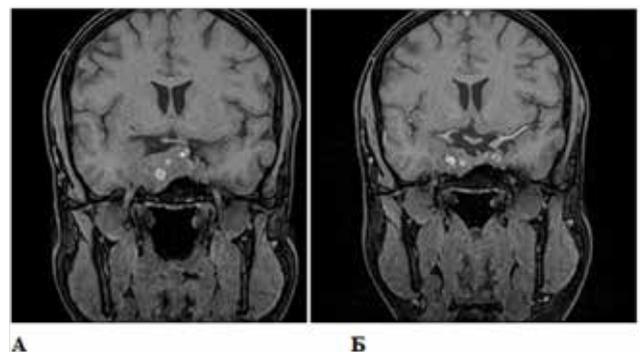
1,5 Тл МРТ гипофиза до (А) и через 5 мес (Б) медикаментозного лечения. Описание в тексте.
